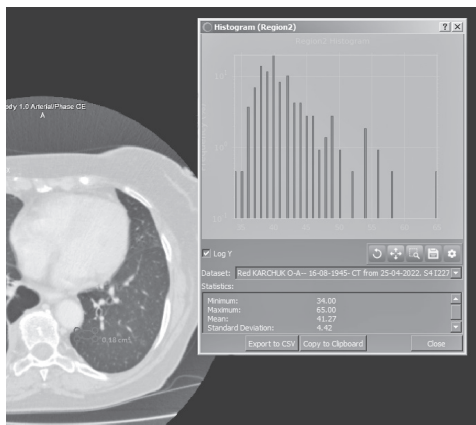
Гістограма симетричної ділянки лівої легені зрізу КТ ОГК хворої К., виконана із застосуванням програми Dragonfly
